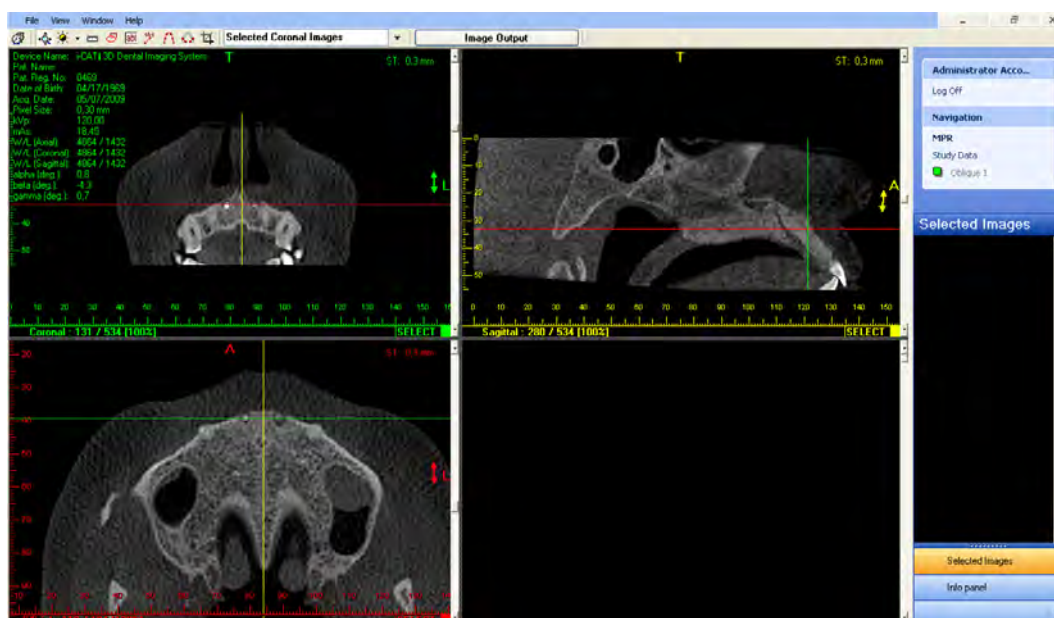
Deslocamento do eixo axial em quaisquer das janelas, coronal ou sagital, de modo que a lesão periapical possa ser visualizada na janela axial, onde o eixo coronal foi posicionado sobre a mesma.
